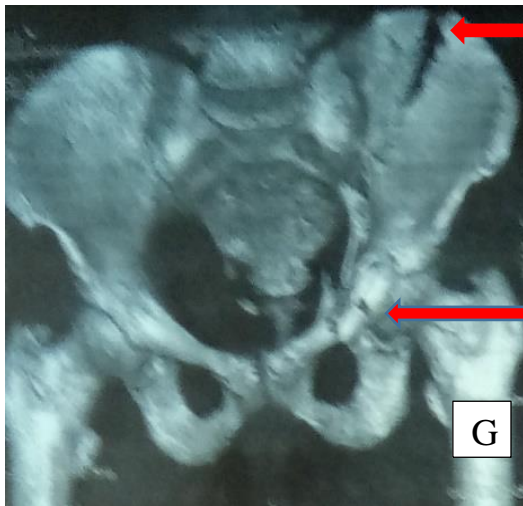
TDM avec reconstruction 3D montrant une fracture comminutive de la paroi postérieure de l'acétabulum gauche associée à une luxation iliaque.
